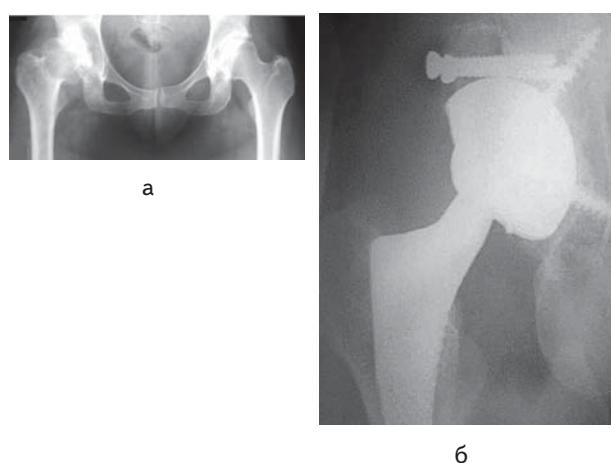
Рентгенограми хворого Р., 39 років, історія хвороби № 12 454: а — диспластичний деформуючий артроз правого кульшового суглоба III стадії; б — тотальне безцементне ендопротезування кульшового суглоба з аутопластикою даху вертлюгової западини
